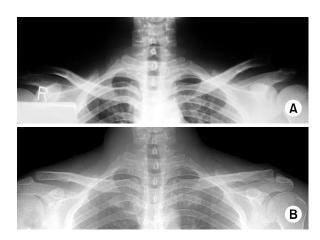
(A) Preoperative stress radiograph shows type V acromioclavicular dislocation.
